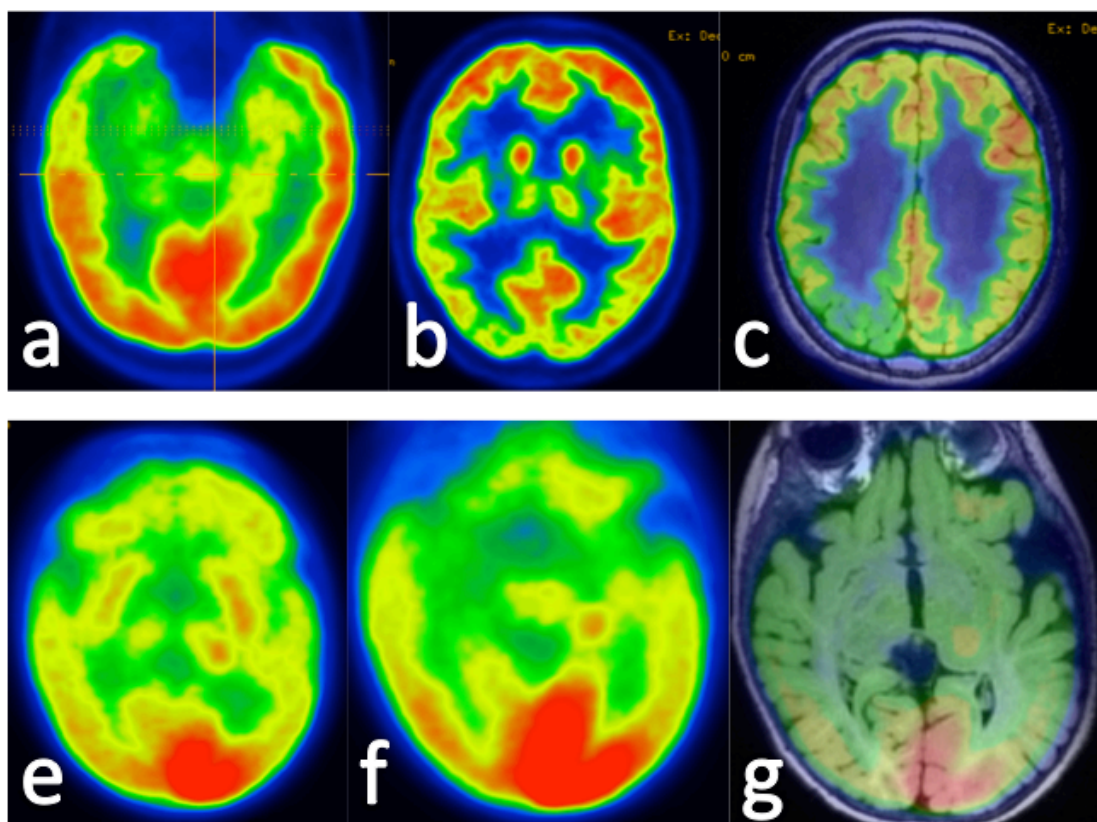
En la fila superior se observan dos ejemplos de hipometabolismo: en lóbulo temporal derecho (a) y en región frontoparietal derecha (b y c). En la fila inferior se observa un ejemplo de hipermetabolismo occipital izquierdo en PET (e y f) y en la fusión PET-RM (g).
